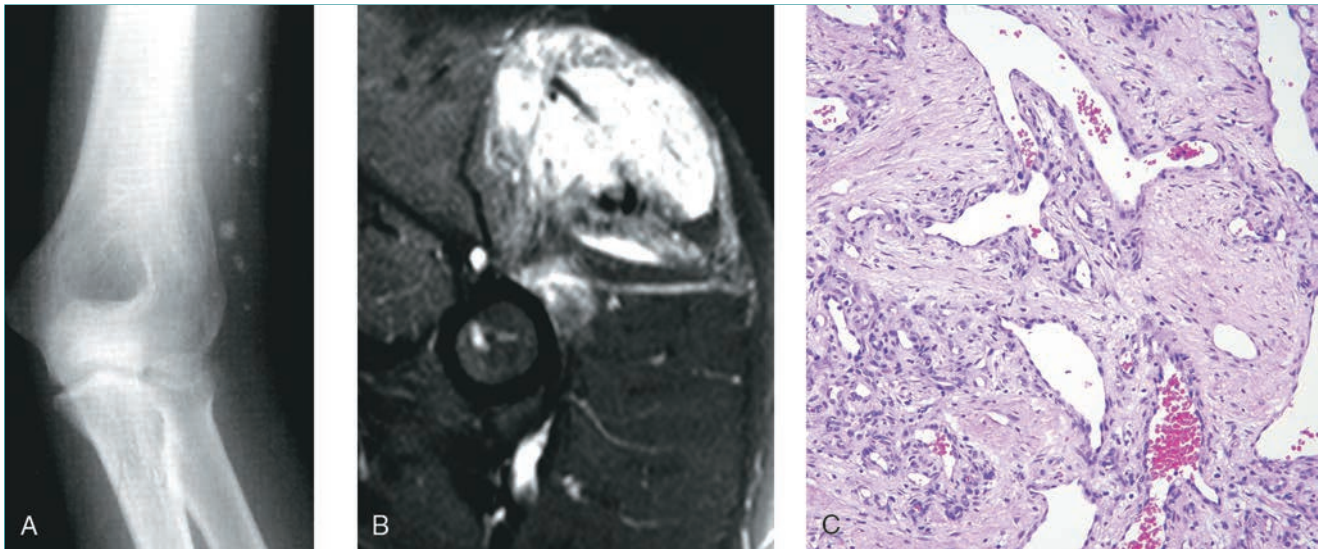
Hemangioma intramuscular. A, Los flebolitos observados en la región lateral de brazo en esta radiografía simple hacen sospechar un hemangioma. B, La RM axial en T2 revela una lesión de partes blandas poco delimitada con características grasas y vasculares en el interior del músculo, compatible con un hemangioma. C, La imagen microscópica de este hemangioma capilar muestra espacios grandes que contienen sangre pero sin atipia celular (hematoxilina y eosina).
